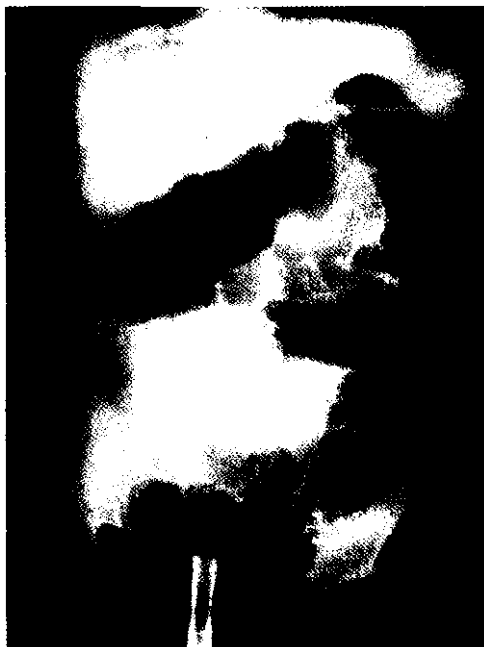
Подвздошно-ободочная инвагинация у ребенка 7 мес. В печёночном углу толстой кишки определяется тень инвагината. Рентгенограмма с контрастированием толстой кишки воздухом.
